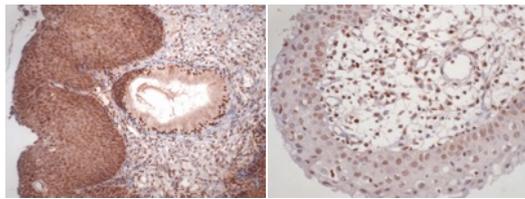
PGE2 左 CT(+), 右 CT(-)
